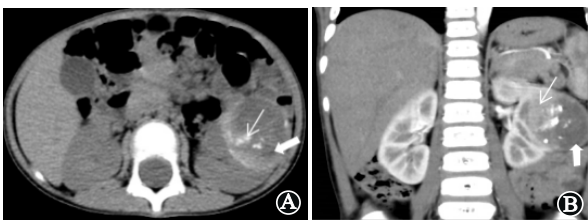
左肾细胞癌:A为CT平扫轴位,左肾中极类圆形肿块,边界清晰,可见小片状坏死(粗箭头)及点状钙化(细箭头);B为CT增强冠状位重建左肾肿块呈不均匀强化(细箭头),其内可见坏死(粗箭头)
